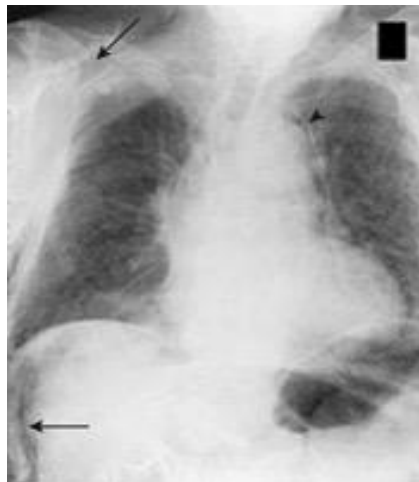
Radiographie thoracique de face mettant en évidence un emphysème sous-cutané (flèches) et médiastinal (tête de flèche) (Doddoli C., Trousse D., Avaro J.-P, Djourno X.-B, Jaussaud N., Gludicelli R., Fuentes P., Thomas P., 2009).
